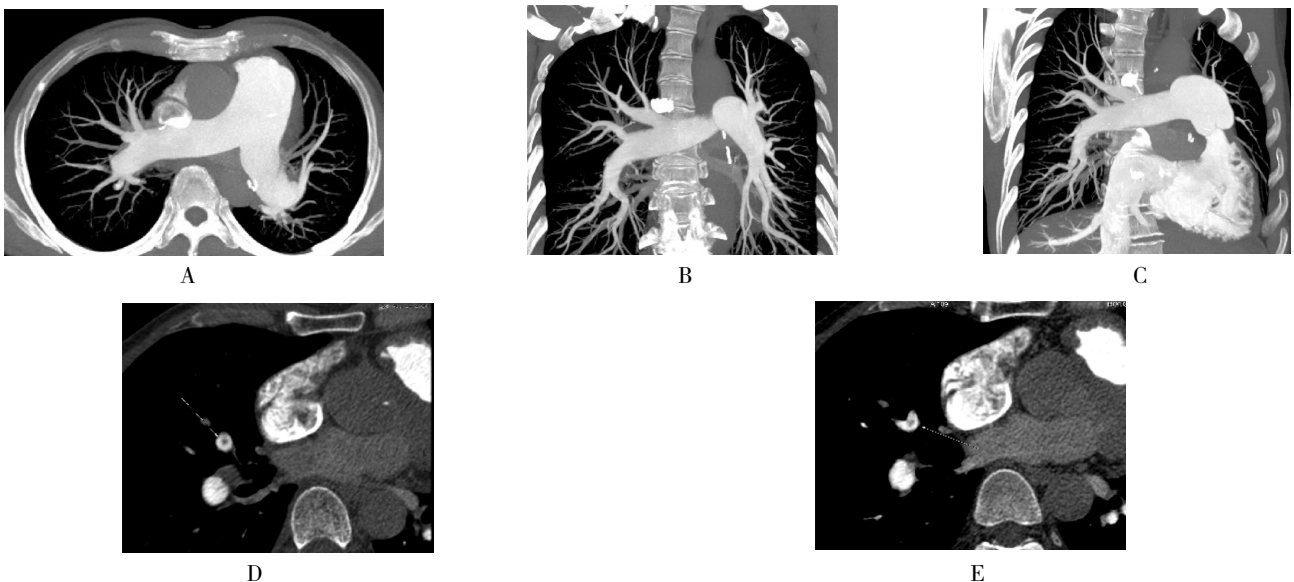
64 岁, 男, 肺栓塞的肺动脉 CT 图像
